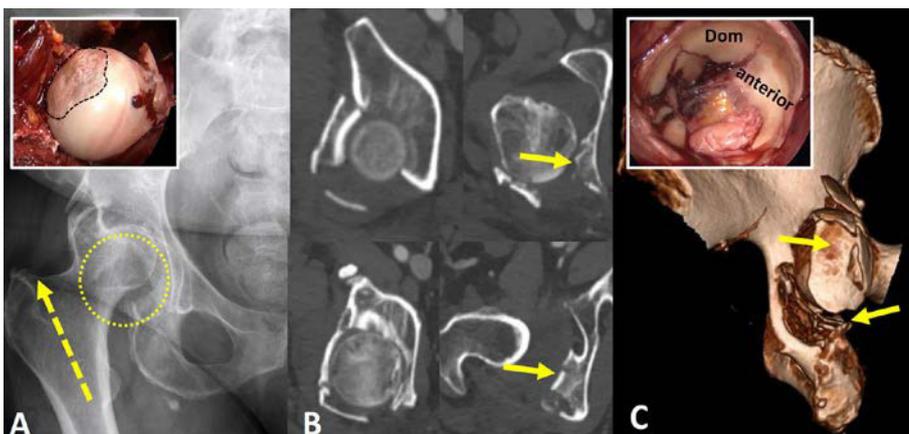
Dokumentation einer 74-jährigen Patientin nach Sturz aus Eigenhöhe mit Zuzug einer posterioren Hüftluxation bei multifragmentärer Hinterwandfraktur mit marginaler Impaktion: A) Röntgen Hüfte ap mit Luxationsfraktur (Piktogramm: grosser Femurkopfschaden in Belastungszone, in Luxationsstellung bei chirurgischer Hüftluxation), B) axiale CT-Schnitte mit marginaler Impaktion (gelbe Pfeile), C) 3D-Rekonstruktion mit Ansicht von posterior mit multiplen Hinterwandfragmenten und marginaler Impaktion (Piktogramm: Sicht in Acetabulum nach approximativer Osteosynthese zur Vorbereitung für die Hüfttotalprothese)
